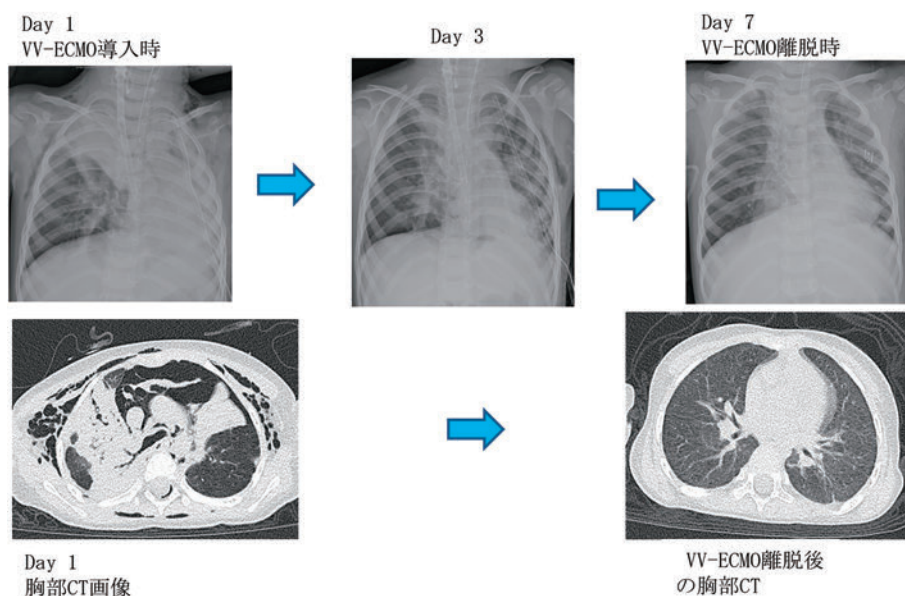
症例②の臨床経過。VV ECMO 導入時 (Day 1) では、胸部レントゲン写真および胸部 CT 画像において、広範な皮下気腫、縦隔気腫を認め、両側肺に高度な無気肺を呈している。VV ECMO 離脱時 (Day 7) では、縦隔気腫や無気肺は改善している。
